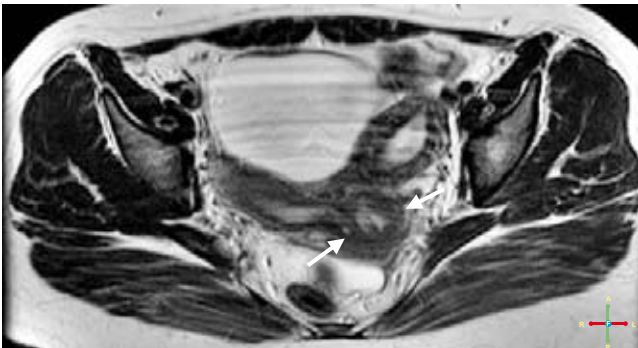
RM de hueco pélvico. Corte axial. Secuencia T2 que muestra dos úteros cada uno con cérvix propio (flechas blancas). El cérvix izquierdo es más prominente.
